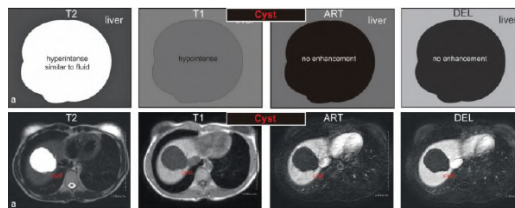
exemple d'image MRI de kystes hépatiques simples[30]
